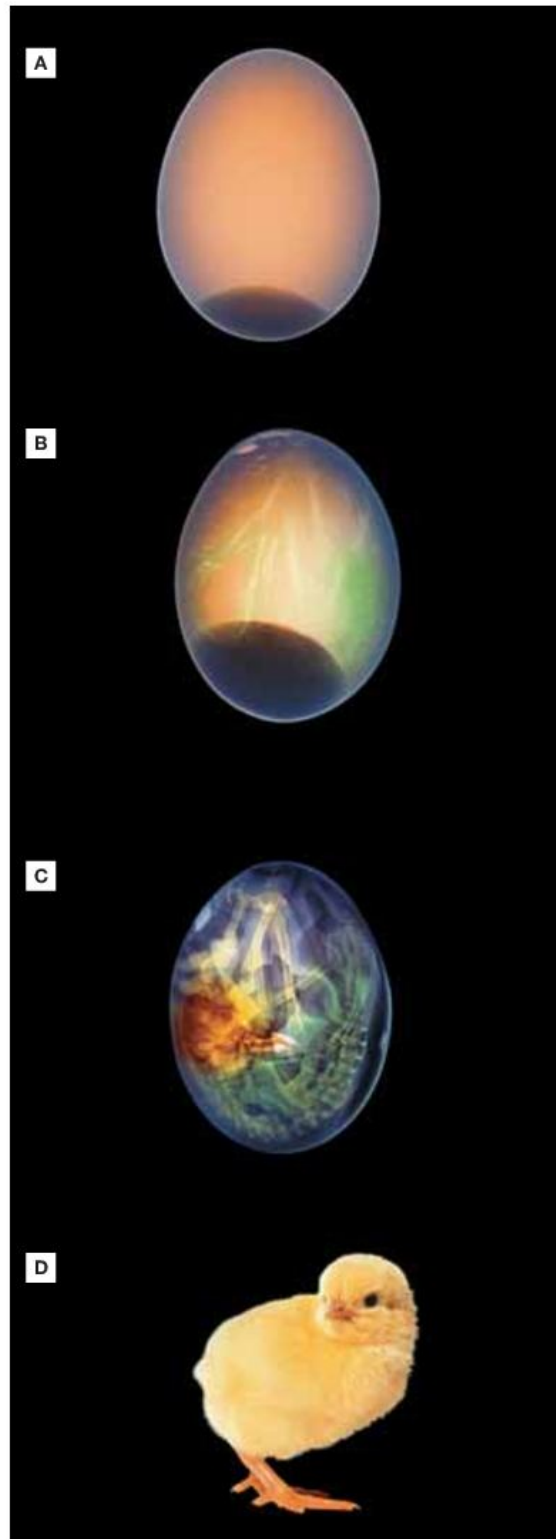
Radiografias colorizadas artificialmente de ovo de galinha em desenvolvimento (A, B e C) e fotografia de um pinto recém-nascido (D). A. Ovo com 6 dias de incubação. B. Ovo com 12 dias de incubação, mostrando o início da formação dos ossos. C. Ovo com 18 dias de incubação, faltando 3 dias para o nascimento.
